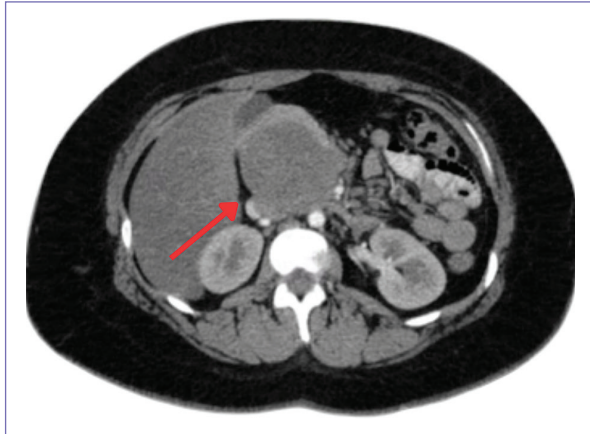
Imagen de tomografía computarizada contrastada que muestra una masa retroperitoneal con características sólidas y bordes definidos en proximidad al páncreas.
